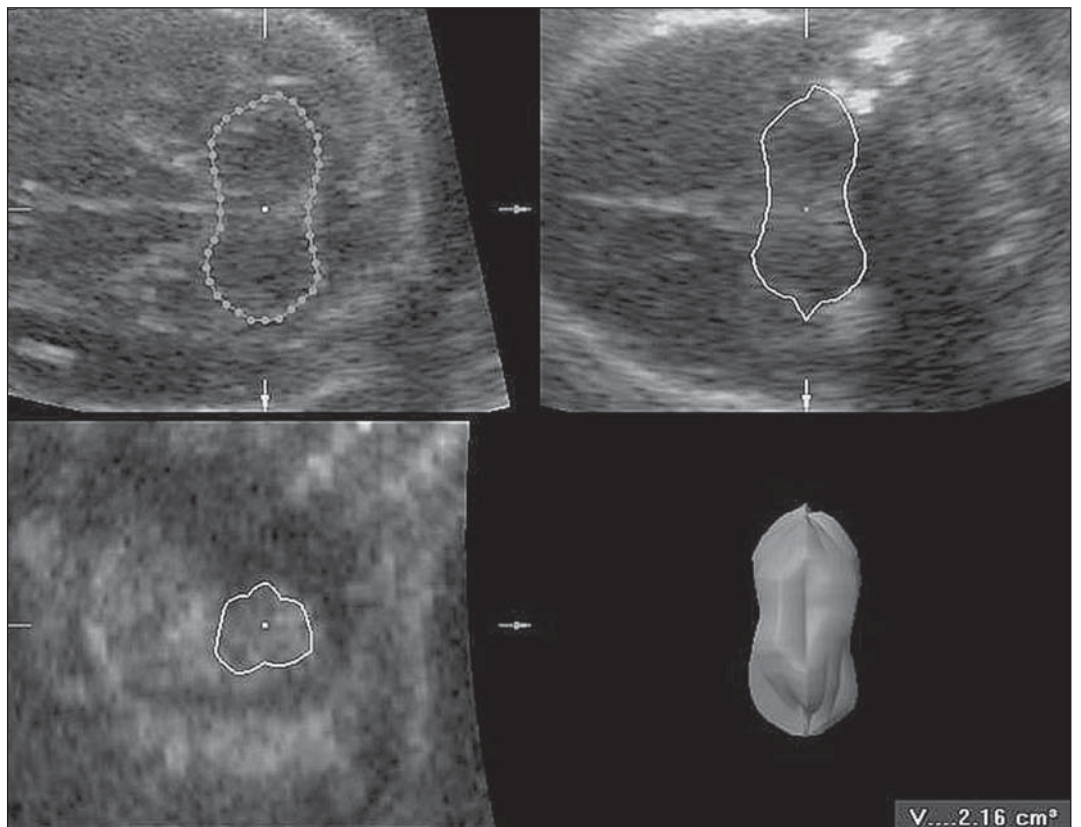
Sonograma do crânio fetal evidencia, por meio do modo VOCAL™, a reconstrução tridimensional do cerebelo após a sua rotação por seis planos consecutivos, com o seu volume em cm³.
